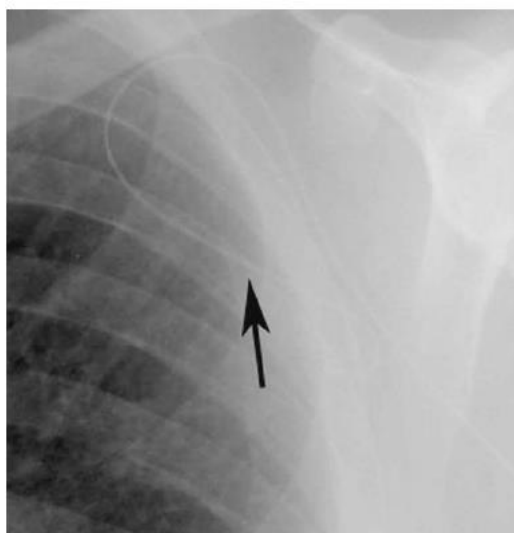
Radiografía de tórax que muestra un catéter enrollado en la vena axilar izquierda. El tamaño del asa da alguna indicación de la distensibilidad de la vena. Tomado de Amerasereka et al., 2009.
